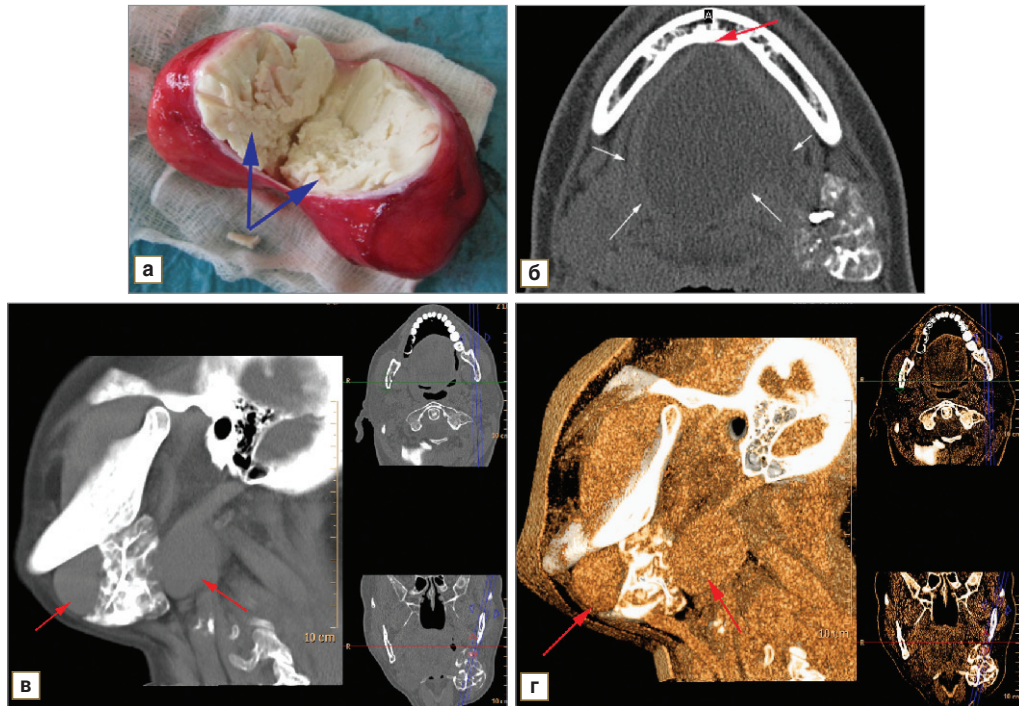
Результаты сопоставления интраоперационной картины дермоидной кисты дна полости рта и МСКТ-сиалогграфии при контрастировании протоковой системы левой ПЧСЖ: фотография образования, удаленного во время хирургического вмешательства (а) и мультисрезовые компьютерные томограммы (б — сиалограмма, аксиальный срез; в — сиалограмма, мультипланарная реконструкция; г — сиалограмма, 3D-реконструкция), на которых отмечается кистозное образование, окруженное тонкостенной капсулой, заполненное жироподобным содержимым (белые стрелки), связанное узким перешейком с нижней челюстью, прилежащее плотно к левой ПЧСЖ, оттесняющее ее кнаружи и компремирующее в переднезаднем направлении. Протоковая система СЖ равномерно заполнена контрастным препаратом, не изменена (красные стрелки)
